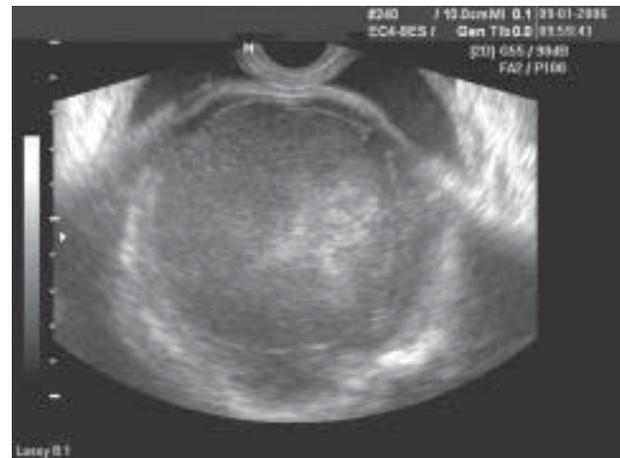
Ultrasonografía. Imagen obtenida por vía transvaginal, en que se aprecia la masa tumoral bien delimitada y su aspecto heterogéneo.
